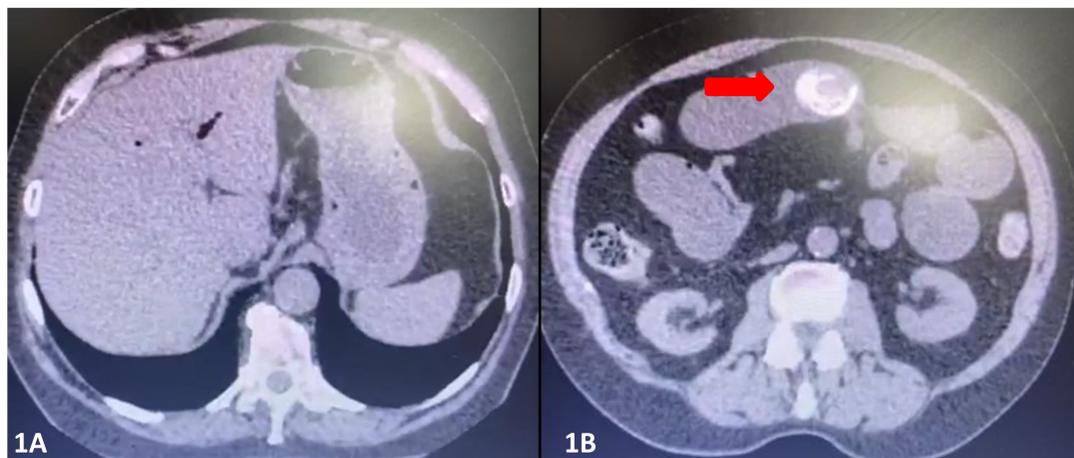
Tomografia computadorizada de abdome com aerobilia
